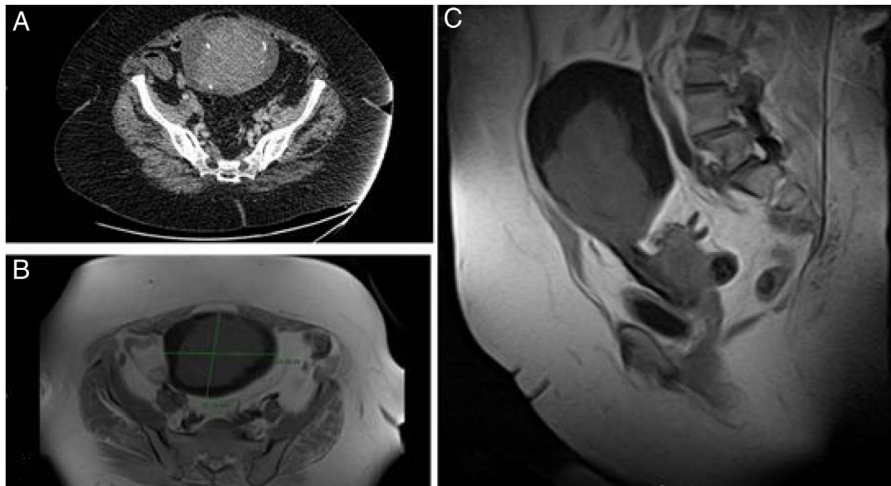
TAC abdominopélvico (A): masa pélvica anexial izquierda quística con polo sólido. RM abdominopélvica (B y C): tumoración de anejo izquierdo con gran componente sólido en su interior, que se realza tras la administración de contraste.
